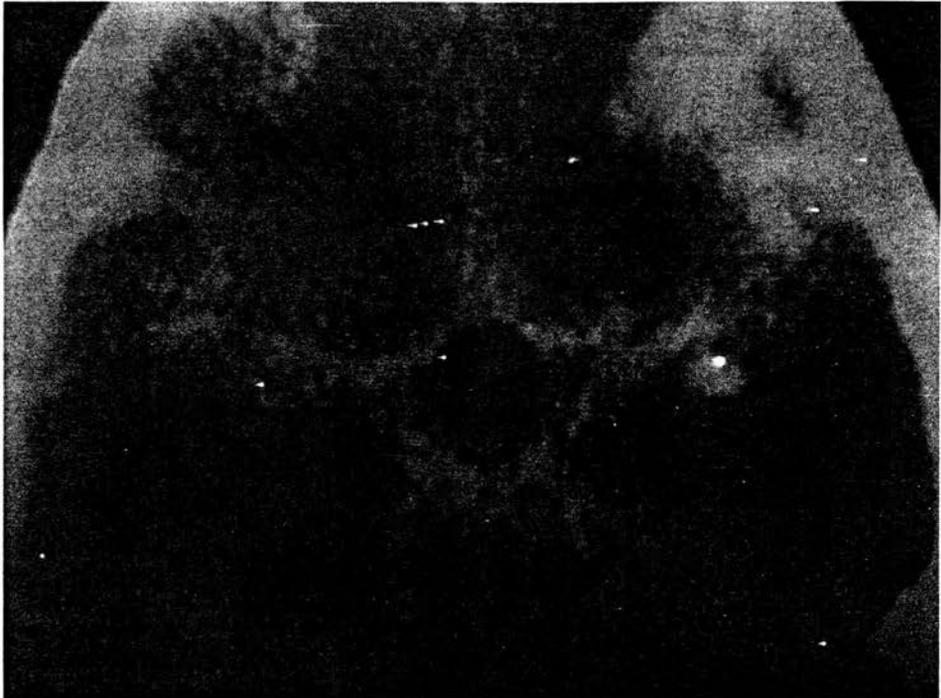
Tomografía de cráneo en fase contrastada con reforzamiento vascular anormal, presencia de granuloma izquierdo, de paciente con SIDA, el cual curso además con encefalitis
